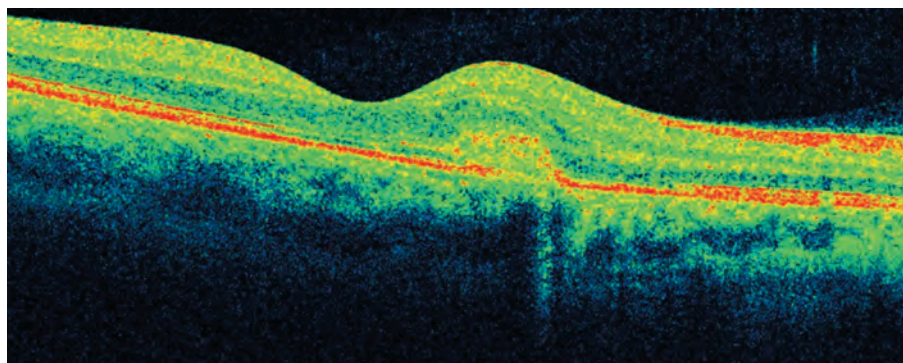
Данные оптической когерентной томографии: гиперрефлективный нечетко очерченный очаг над ПЭС
